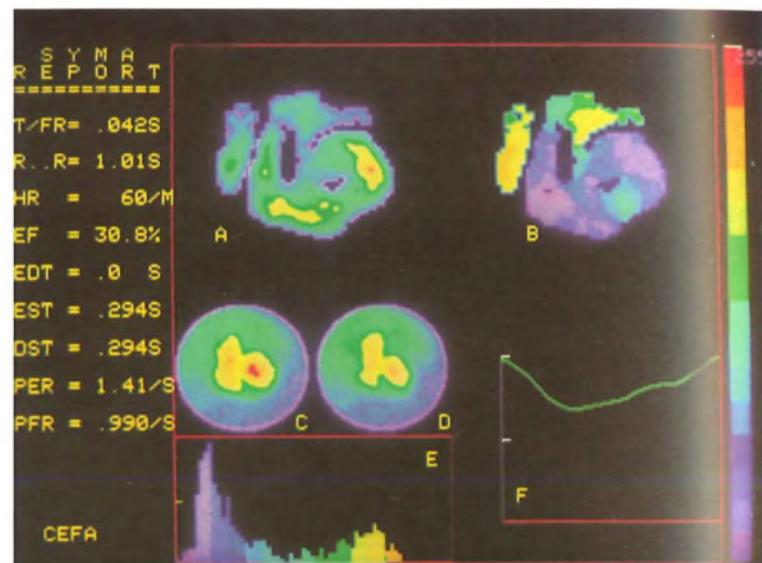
Angiocardioscintigrafia all'equilibrio: infarto infero-apicale. Notare l'area di ridotta ampiezza e con ritardo di fase. Notevole la compromissione funzionale globale (vedi didascalia Fig. 7-65).
